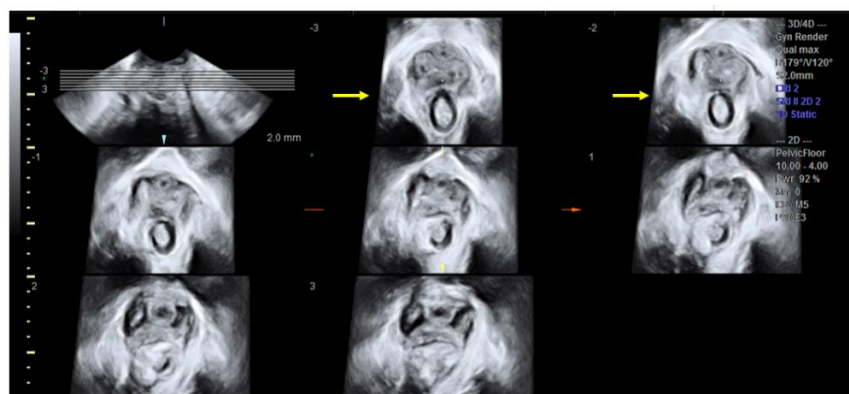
Ultrassonografia 3D do assoalho pélvico na técnica de renderização - determinação do plano de dimensões mínimas hiatal. Técnica de renderização.
